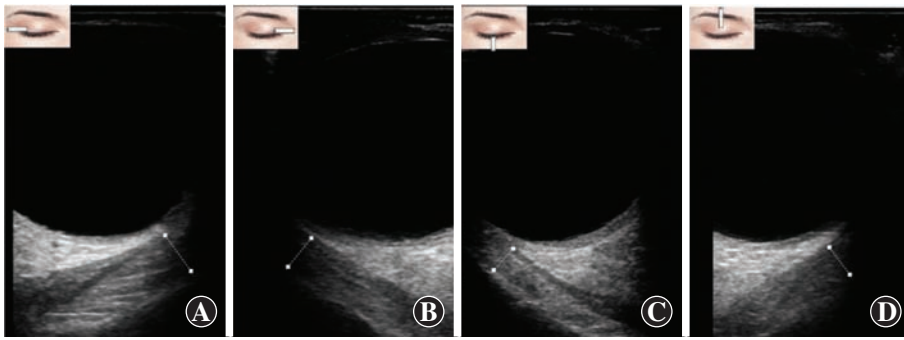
眼外肌超声图 白色虚线示眼外肌厚度测量 A:内直肌 B:外直肌 C:上直肌 D:下直肌
